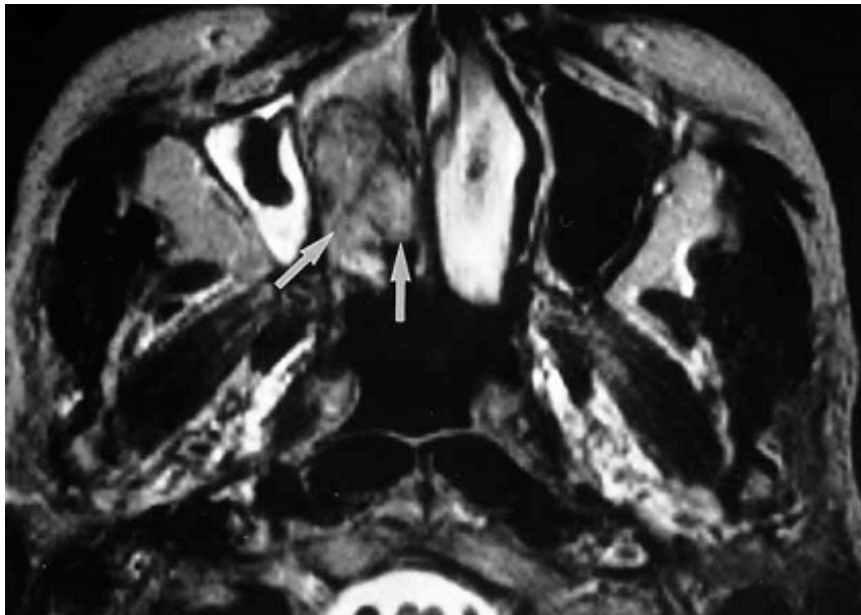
IRM en coupe axiale en séquence T2 montrant une tumeur en hyposignal, ovoïde, bien limitée (flèches) et qui occupe la fosse nasale droite. (87).
